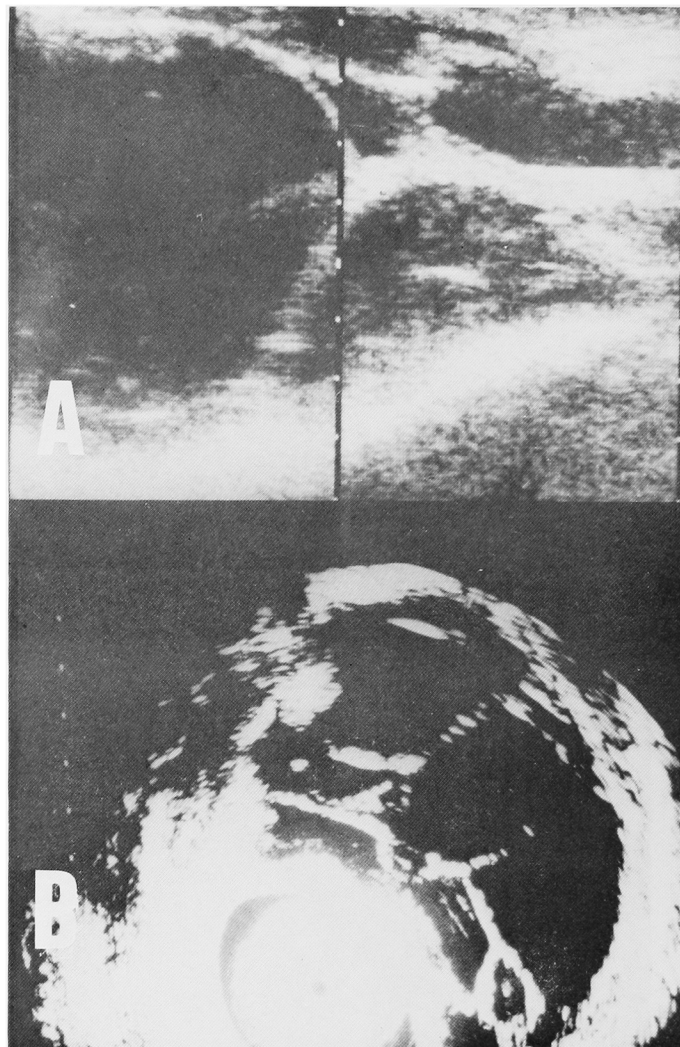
Transrectal linear ultrasonotomography showing multilobular cysts retrovesically
